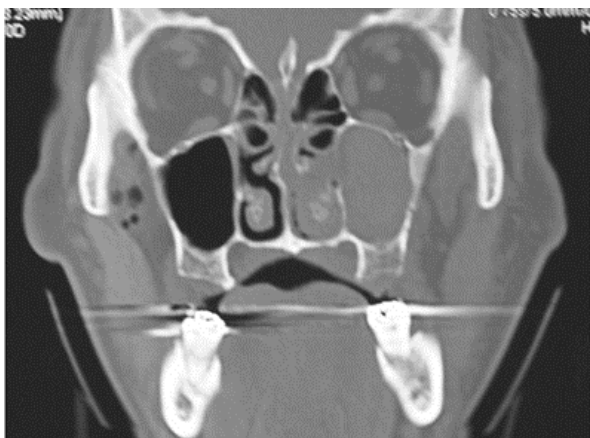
Tomografia computadorizada destacando hematoma retrobulbar.
